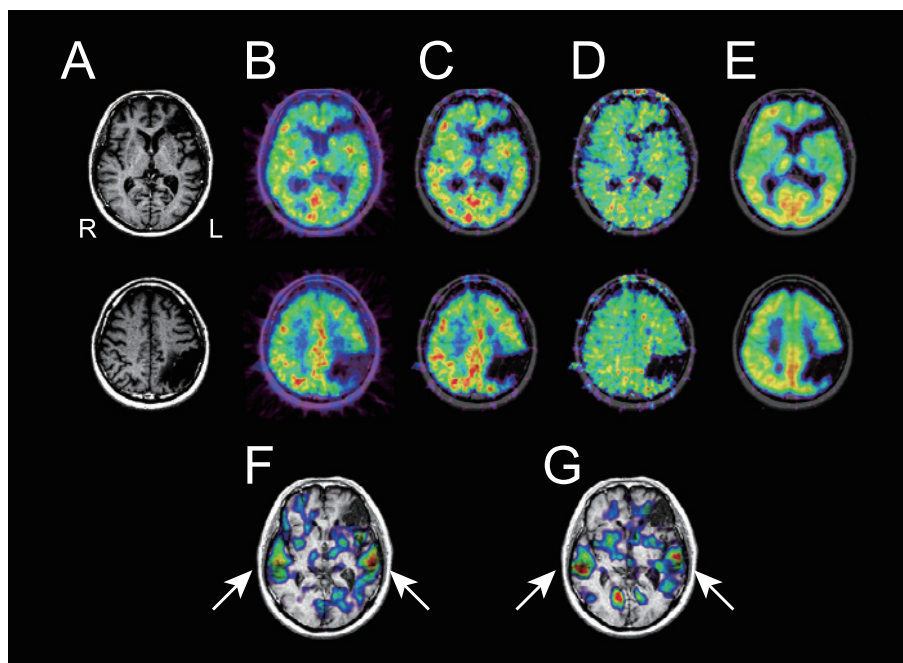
左前頭葉・側頭葉のアテローム血栓性脳梗塞により Wernicke 失語を呈した 50 歳代男性における MRI T1 強調画像 (A), $^{15}\text{O}\text{-CO}_2$ PET による脳血流画像 (B), $^{15}\text{O}\text{-O}_2$ PET による脳酸素代謝画像 (C), B・C より算出される酸素摂取率画像 (D), $^{11}\text{C}\text{-flumazenil}$ PET による中枢性ベンゾジアゼピン受容体画像 (E), $^{15}\text{O}\text{-H}_2\text{O}$ PET を用いた発症 2.3 年後の脳血流差分画像 (復唱-安静, F), 発症 3.8 年後の脳血流差分画像 (G).
